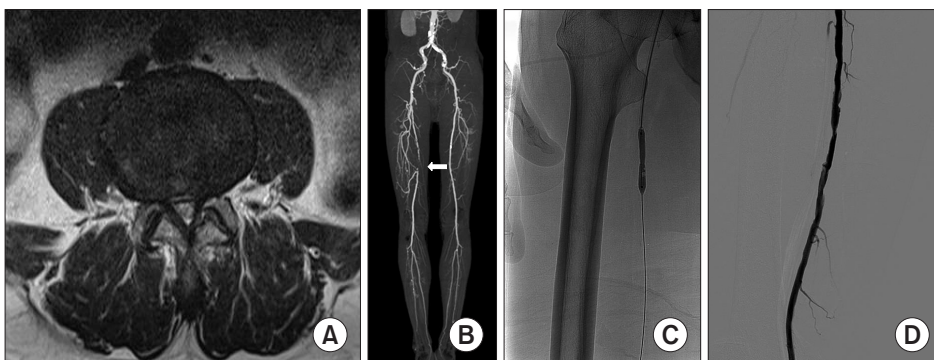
A 65-year-old male patient who had walking difficulty due to an intermittent cramping pain in the right lower leg. (A) T2-weighted axial magnetic resonance imaging shows severe central spinal stenosis at L4–5 level. (B) Computed tomography-angiography shows occlusion of the right superficial femoral artery (arrow). (C) Balloon angioplasty was performed. (D) Final angiography shows restoration of blood flow without residual stenosis.
